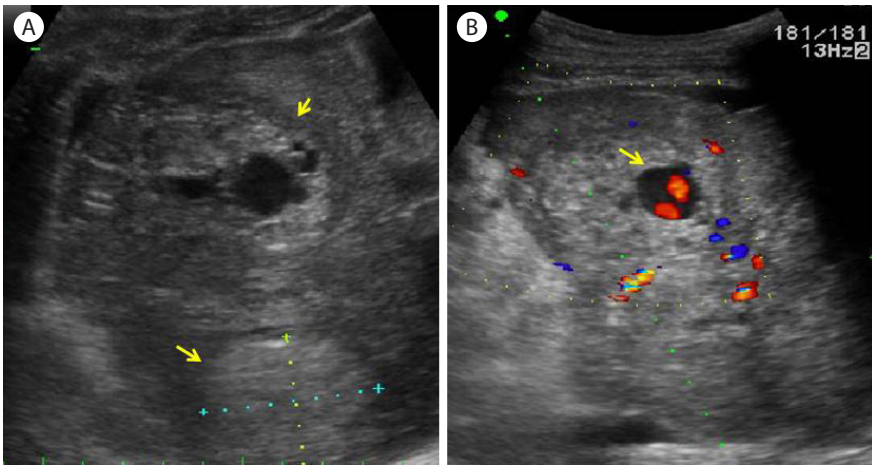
Angiosarcoma. (A) Yellow arrows indicate multiple hyperechoic masses with anechoic components, (B) Doppler ultrasonography reveals the anechoic lesions as blood flow.
